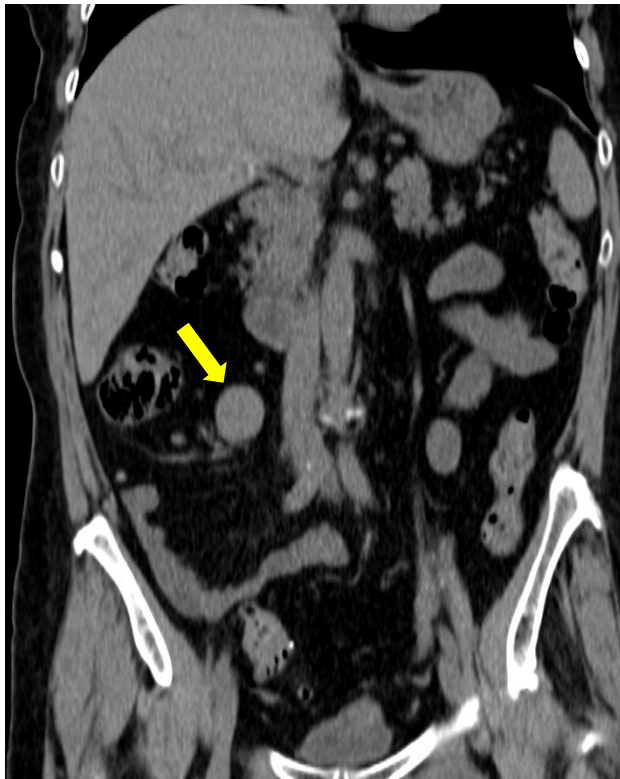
TCMD abdominal en plano coronal, ecografía hepática y RM en secuencias DWI y ADC. TNE Grado 2 intestinal (flecha). En ecografía del mismo paciente, lesión hepática nodular hiperecogénica. En RM, lesión hepática nodular hipervascular con restricción a la difusión (puntas de flecha), sospechosa de metástasis.
